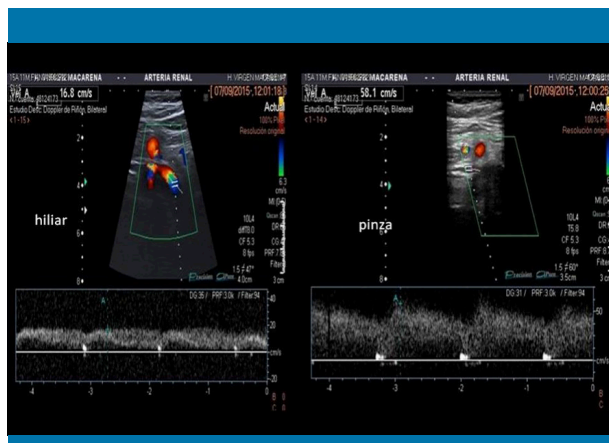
Velocidad máxima (V_a) de flujo de la VRI en la región hiliar (izquierda de la imagen). 16,8 cm/s. Velocidad de flujo de la VRI en la pinza aortomesentérica (derecha de la imagen). Prácticamente cuadruplicada. 58,1 cm/s. Por tanto, ratio patológica (>4). Cortes transversales. Doppler espectral
